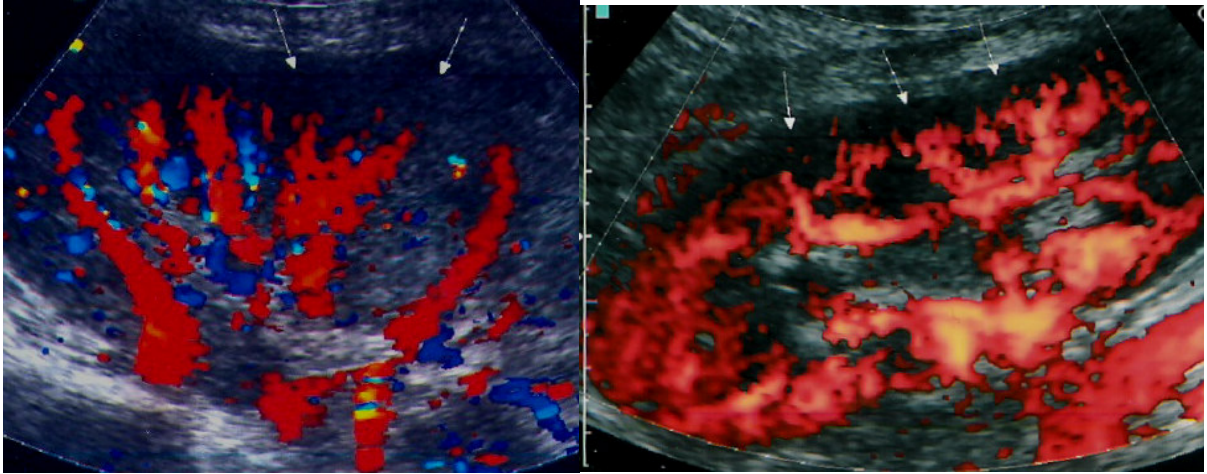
Imagens ultra-sonográficas obtidas pela técnica com PWD e UVDC, respectivamente. A primeira é uma imagem ultra-sonográfica em que se utilizou a técnica com *Power Doppler* (PWD), com melhor visibilização da perfusão cortical, pois permite melhor identificação de baixos fluxos em vasos de pequeno calibre. A segunda imagem foi obtida com UVDC; como avalia direção de fluxo, permite a diferenciação do fluxo venoso e arterial pela diferença de cor, mostrando o fluxo venoso na cor azul e o fluxo arterial na cor vermelha.
